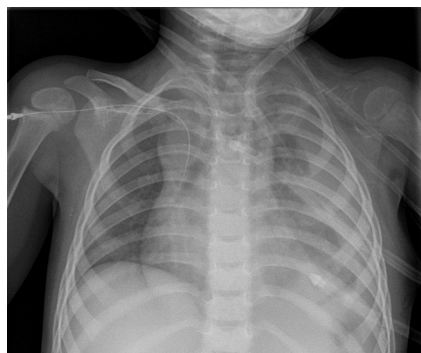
Дівчинка Б., 2 роки. Хвороба Gorham–Stout. На оглядовій рентгенограмі не візуалізується ліва ключиця.
